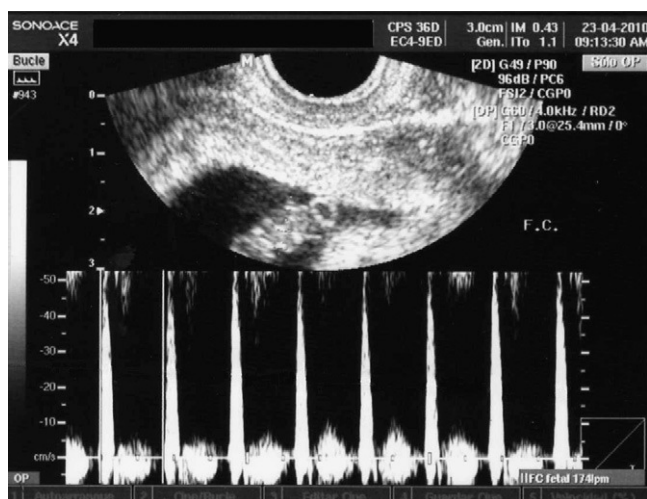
Caso 1. Imagen ultrasonográfica con embarazo intrauterino vivo.
